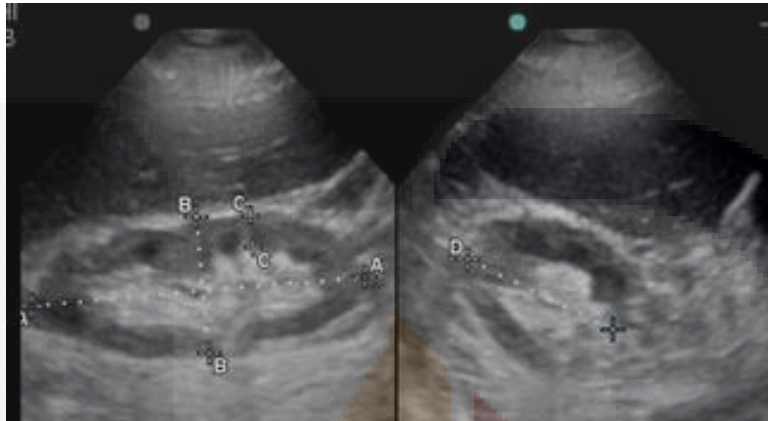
Ecografía del riñón derecho que muestra un tamaño conservado, pero con cortical hiperecogénica y medular hipoecogénica, con espesor disminuido a expensas de la cortical.
